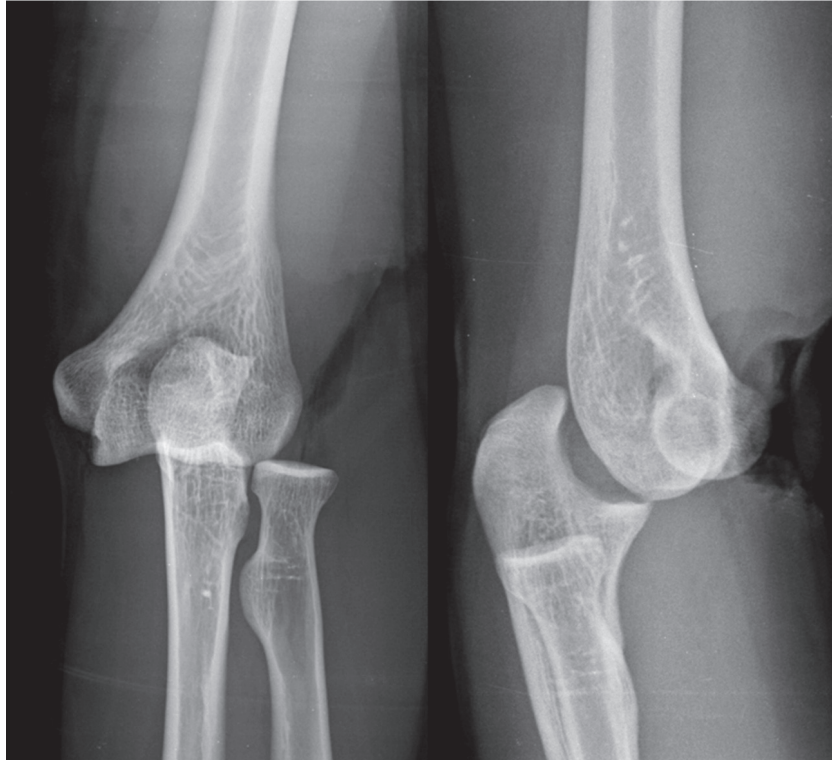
Initial plain radiographs show posterior dislocation of the elbow.
